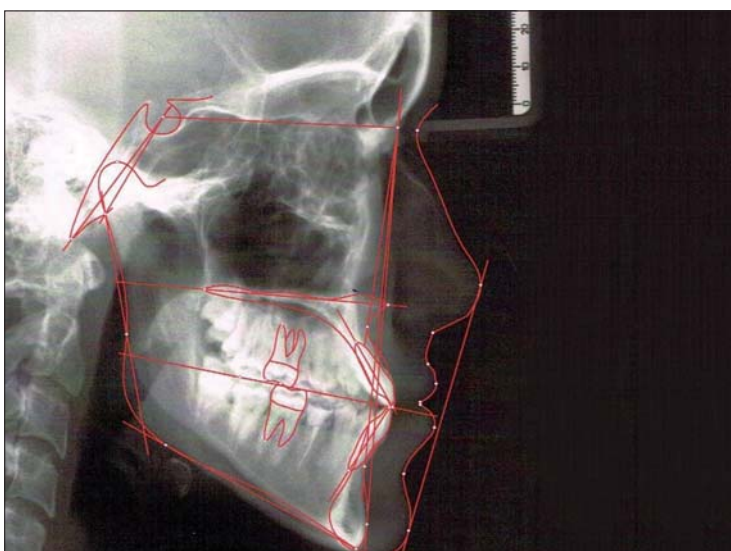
Durchgezeichnete Fernröntgenseitenaufnahme vor Behandlungsbeginn mit vergrößertem negativen ANB-Winkel und WITS-Wert als Indiz für einen skelettalen Mesialbiss. Ausgeprägte Protrusion der oberen Schneidezähne bei praktischer Stellung der unteren. Erheblich verkleinerter Interinzisalwinkel infolge der oberen Protrusion und vergrößerter Grundebenen- und Kieferwinkel als Hinweise auf einen eher vertikalen Gesichtsschädelaufbau.
